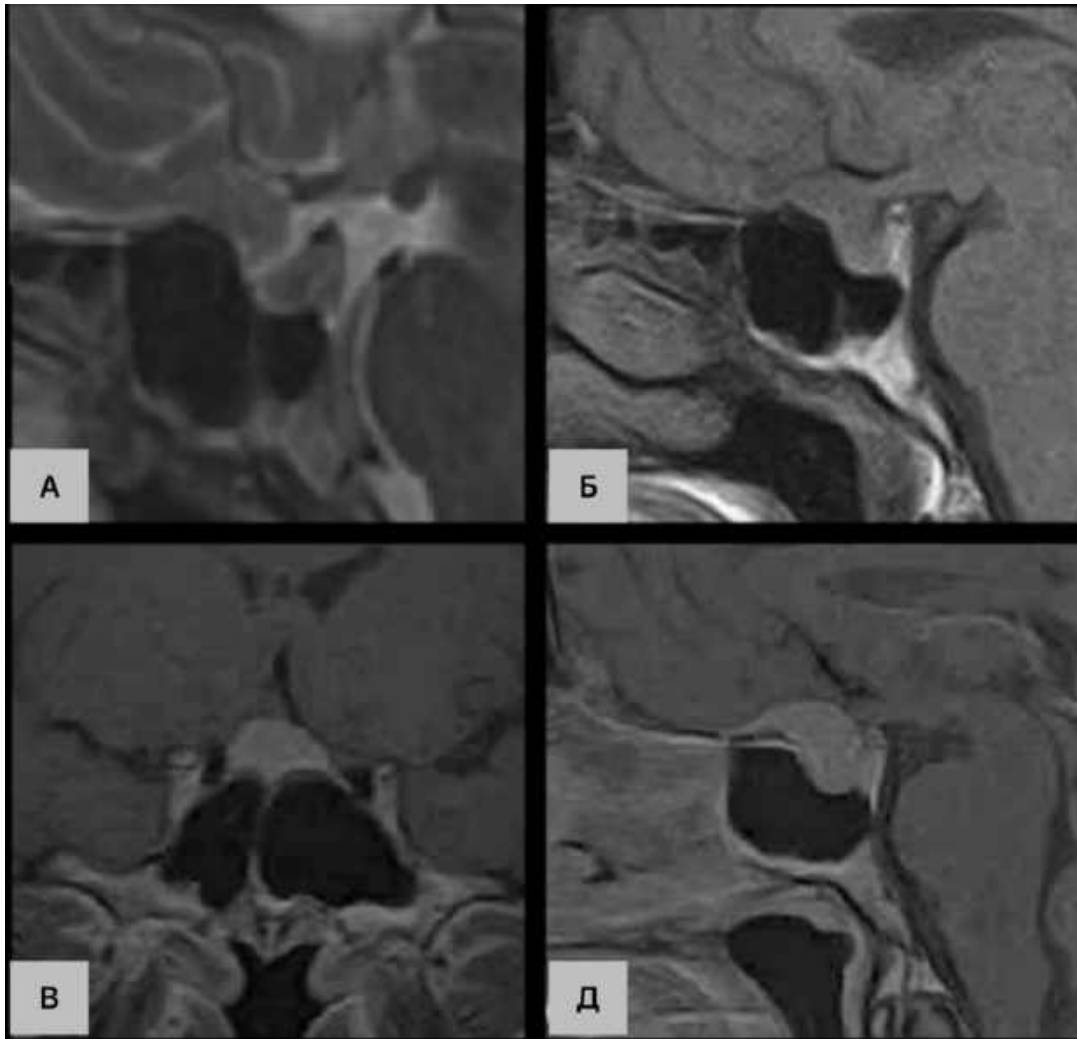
МР-томограми пацієнтки з МГТС. П-ка П-к В.З., 52 р. А, Б – передопераційне МРТ без внутрішньовенного підсилення. В, Д – передопераційне МРТ з внутрішньовенним підсиленням.
